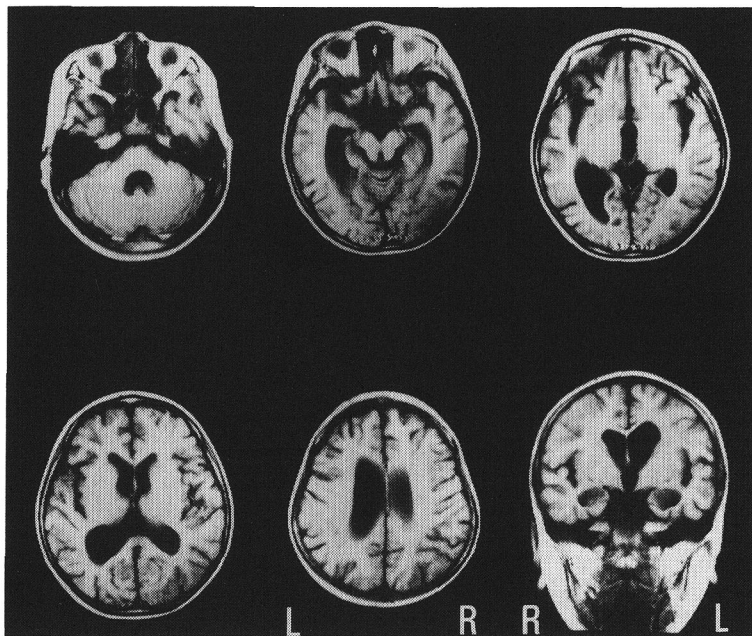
頭部MRI(1992年2月18日, 6歳5カ月, 発症後2年10カ月, T_1 強調像)
